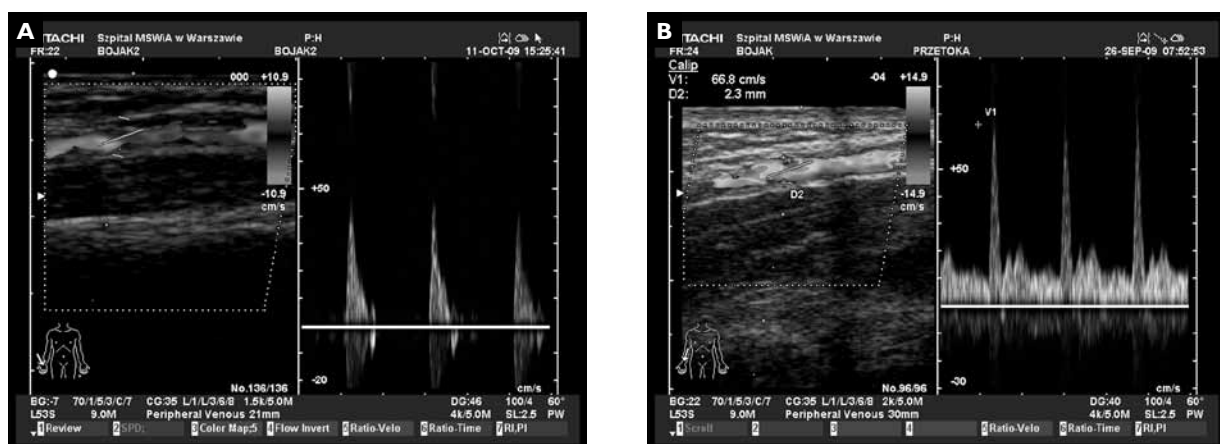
Ultrasonographic examination of radial artery. A. Advanced atherosclerotic lesions in radial artery in a patient with renal disease, with resulting vessel lumen narrowing to only 1.3 mm. B. Normal vessel wall and wide lumen of radial artery, with lumen diameter of 2.3 mm. Flow velocity curves are presented, with typical characteristics for both cases
